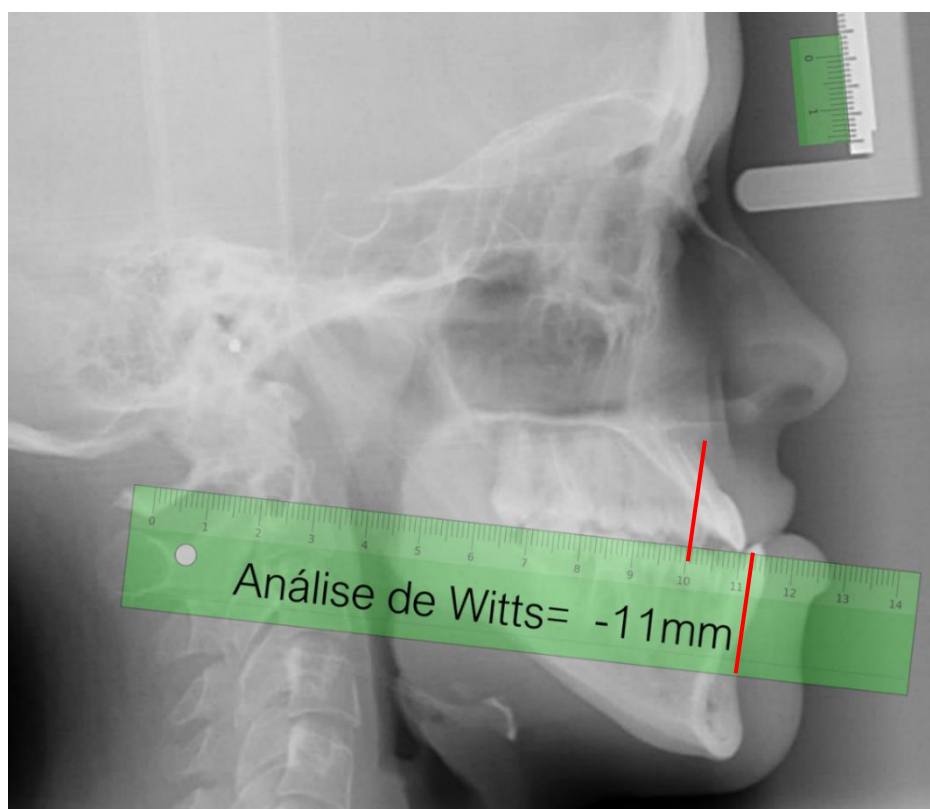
Telerradiografia de perfil com Análise de Witts
